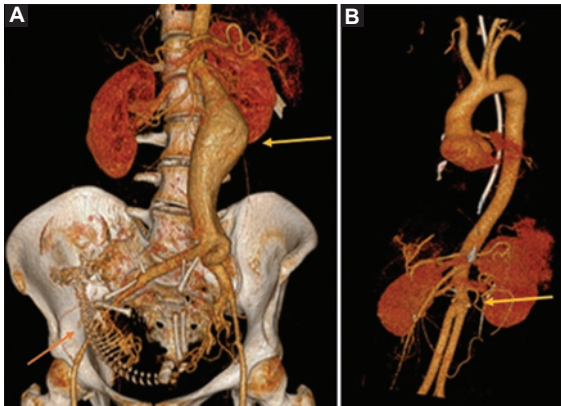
Imágenes de angiotomografía computarizada con reconstrucción 3D de una paciente de 80 años que se sometió a reparación endovascular de aneurisma de aorta abdominal (AAA). A: imagen prequirúrgica que señala con la flecha amarilla AAA de 6 cm de diámetro. B: imagen posquirúrgica que señala con la flecha amarilla endoprótesis a nivel de aorta abdominal infrarrenal.
